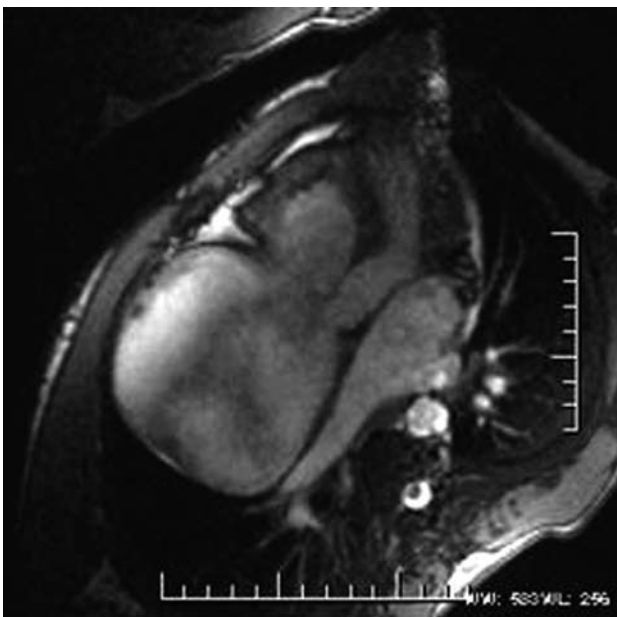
Cardiorresonancia magnética: dilatación aneurismática de la aurícula derecha y del tracto de salida del ventrículo derecho. Realce en el ápex del ventrículo derecho, compatible con tejido fibrótico.
